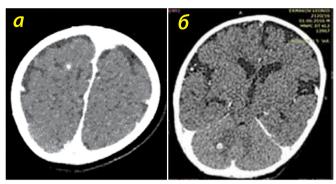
(а, б). Пациент Е., КТ головного мозга при поступлении в МНПЦ борьбы с туберкулезом; пояснения – в тексте
